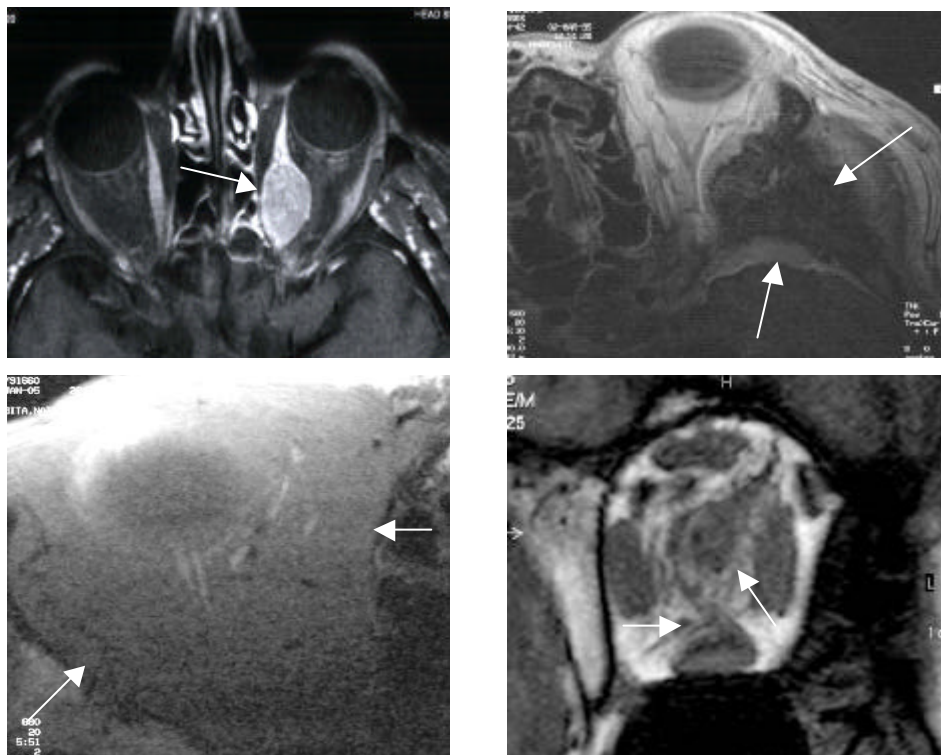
(oben links): Prostatakarzinommetastase: Axiale, T1-gewichtete MRT, nach Kontrastmittelgabe zeigt sich eine kontrastmittelaufnehmende Raumforderung von runder Form im rechten M. rect. medialis.
